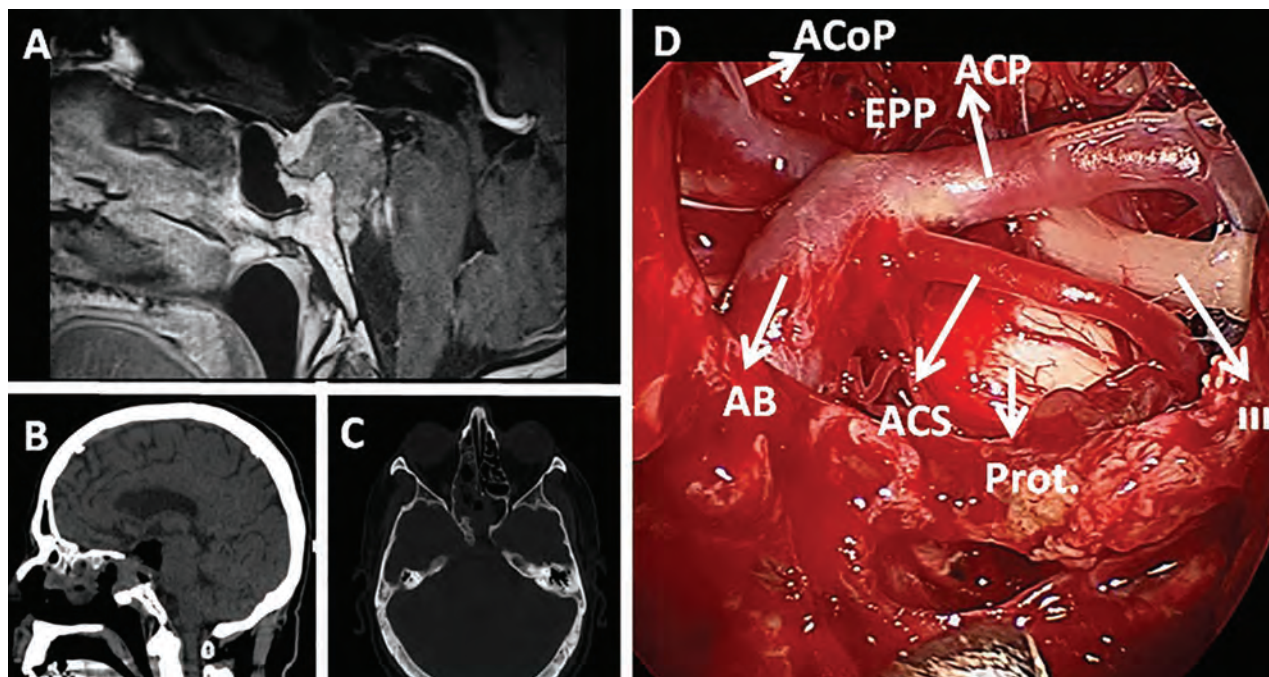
Abordaje transclival. A y B) Ilustran las imágenes en RMNT1 con gadolinio preoperatorias que evidencian un cordoma del tercio superior del clivus. B y C) Imágenes en TC postoperatorias que evidencian la resección completa y la extensión de la remoción ósea. Se aprecia en B la reparación mediante un HBF. D) Imagen intraoperatoria en la que se observa la arteria basilar (AB), las arterias cerebrales posteriores (ACP), se aprecia la emergencia de la arteria comunicante posterior (ACoP) y la salida de la art. Cerebelosa superior (ACS). Entre la ACP y la ACS se objetiva la emergencia del nervio motor ocular común (III). Nótese las perforantes naciendo del tope de la basilar e ingresando al espacio perforando posterior (EPP).
